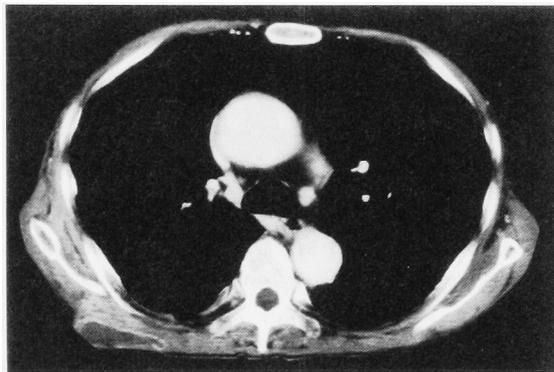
(case 7) CT scan showed a low density mass enhanced peripherally at the right back chest wall.
